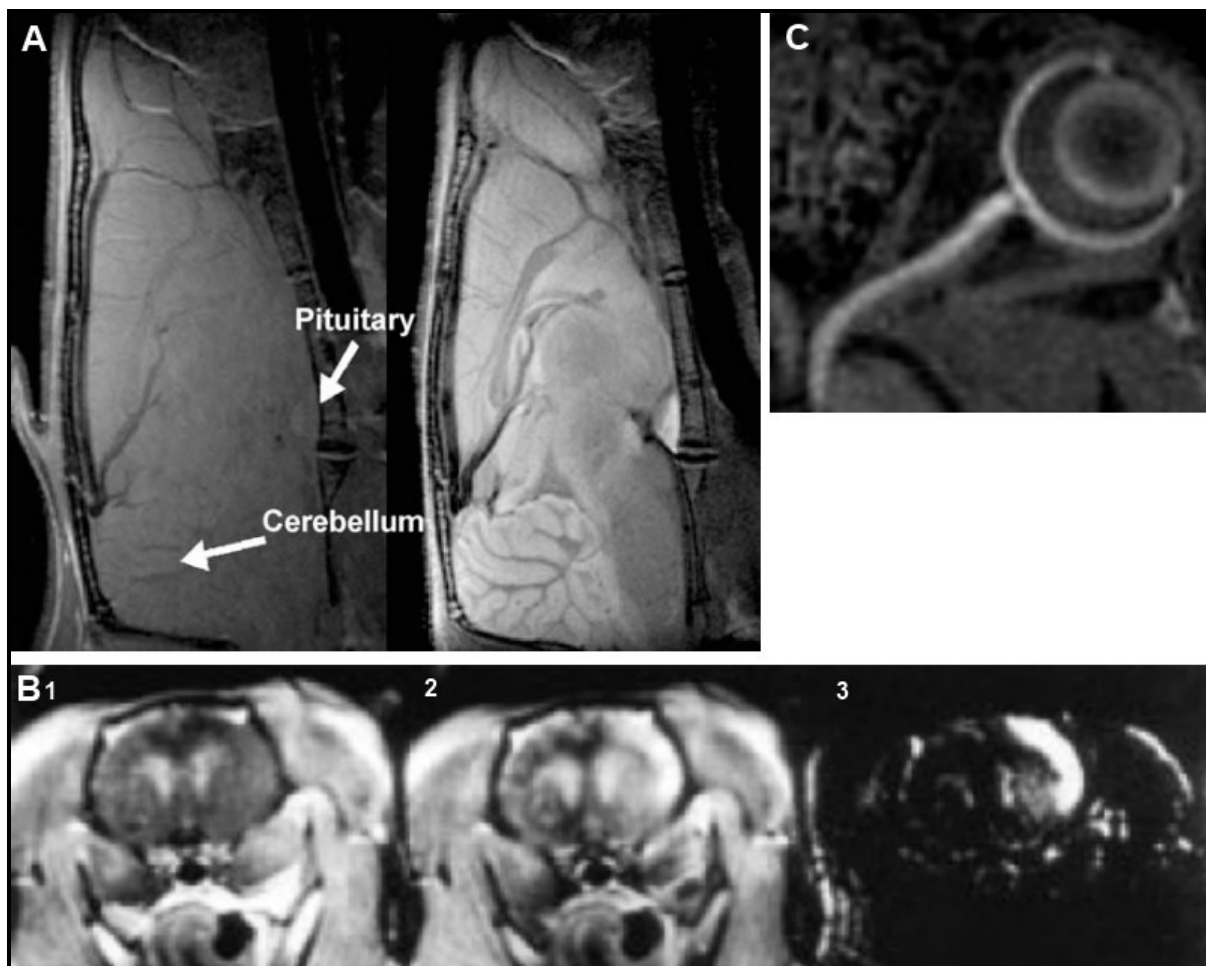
Exemple d'Images issues des trois principales applications du manganèse en IRM. A : Imagerie anatomique pondérée T1 avant ainsi qu'un jour après injection intra-veineuse de $MnCl_2$. La glande pituitaire est mise en évidence par accumulation de manganèse, le cervelet montre la prise de contraste obtenue grâce à cette technique [Aoki et al. 2004]. B : images pondérées T1 après injection de manganèse et stimulation électrique au niveau de la paume de la patte avant gauche sans altération de la BHE (1), avec altération de la BHE (2), ainsi que la soustraction ($3=2-1$) [Aoki et al. 2004]. Cette figure montre la nécessité d'ouvrir la BHE pour la mise en évidence de zones activées. C : image pondérée T1 acquise un jour après injection intravitréale de manganèse montrant son transport le long du nerf optique [Thuen et al. 2005].
